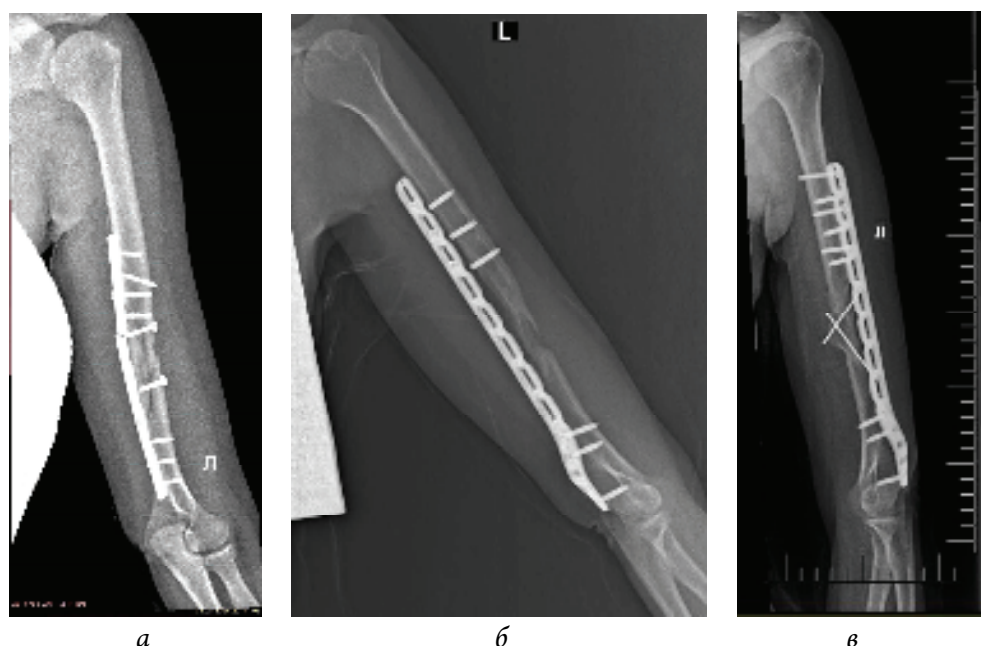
Рентгенография плечевой кости пациентки Л., 30 лет (наблюдение авторов): *а* – через 3 мес после первой операции; *б* – через один год после второй операции; *в* – через 4 мес после костной пластики кровоснабжаемым костным лоскутом из внутреннего мыщелка бедренной кости
